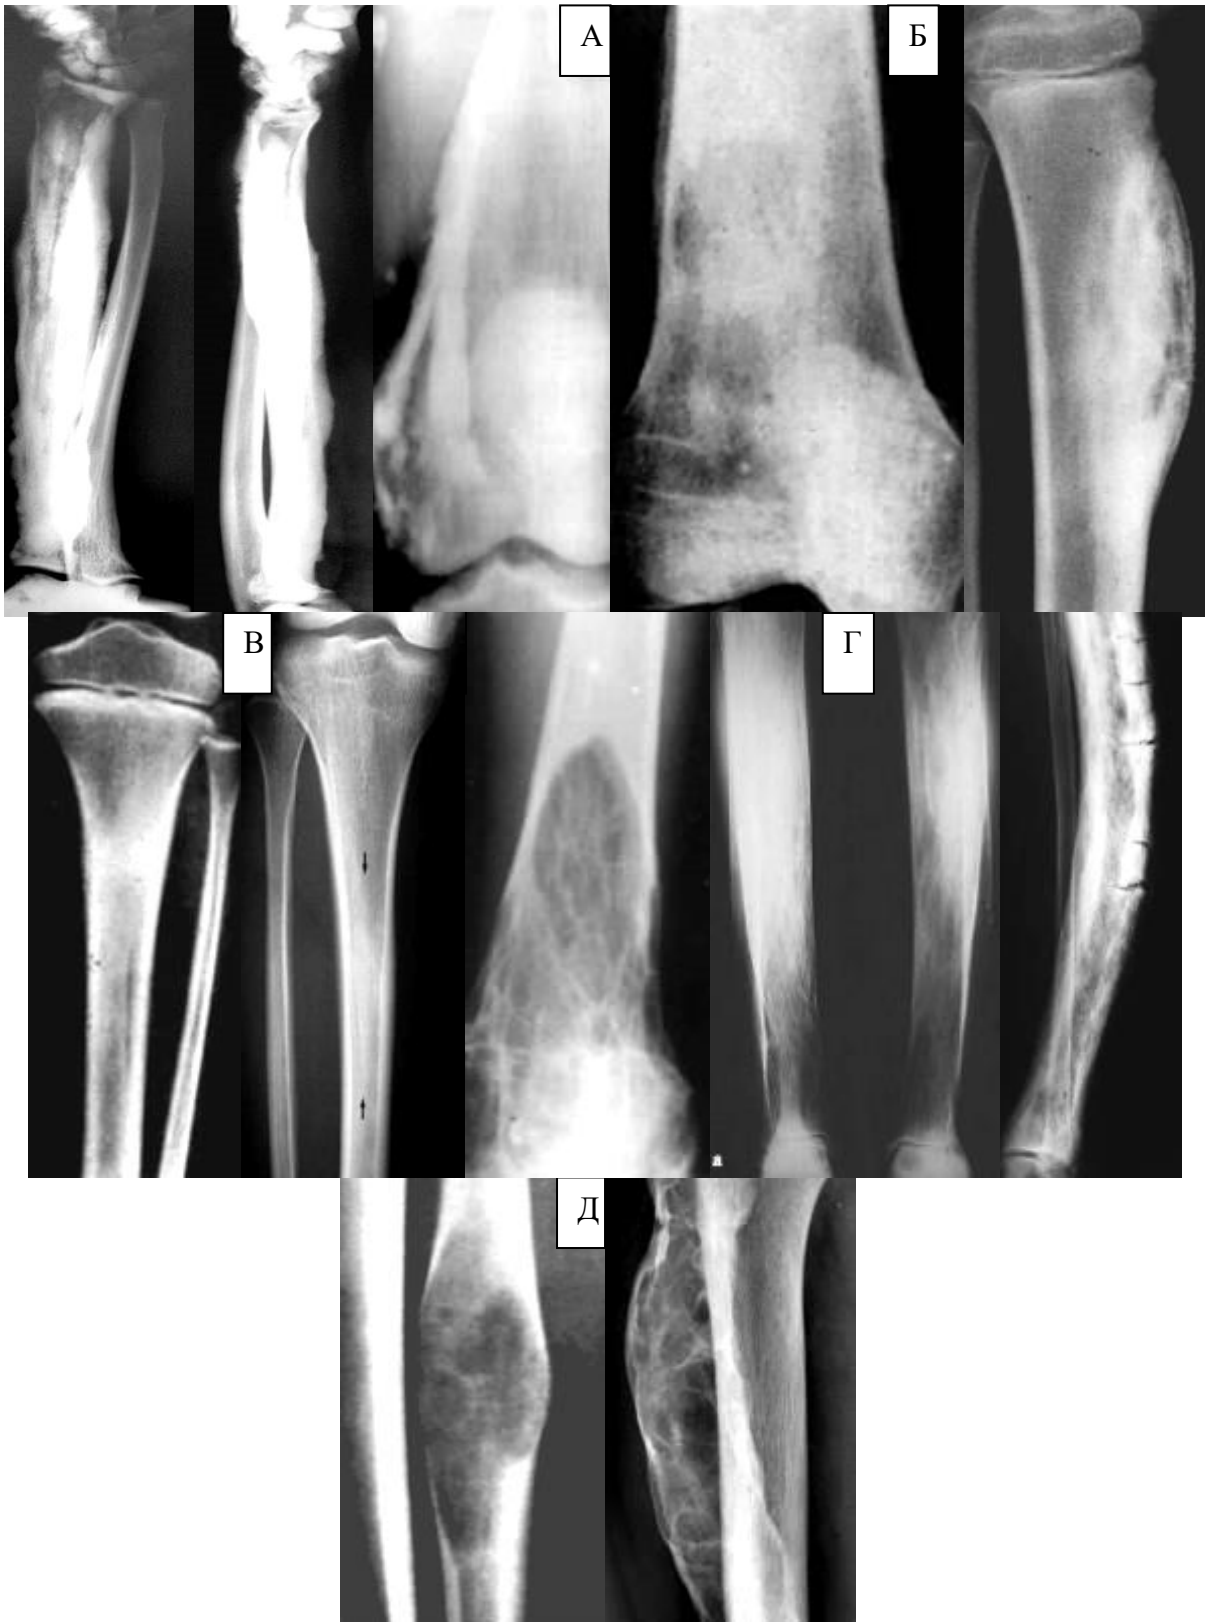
Рентгенограми в прямій і бічній проекціях, що ілюструють диференціальну діагностику саркоми Юінга – мелореостоз (А), сифіліс (Б), гіперостоз від перенапруги (В), деформуюча остеодистрофія (Г), фіброзна дисплазія (Д).
